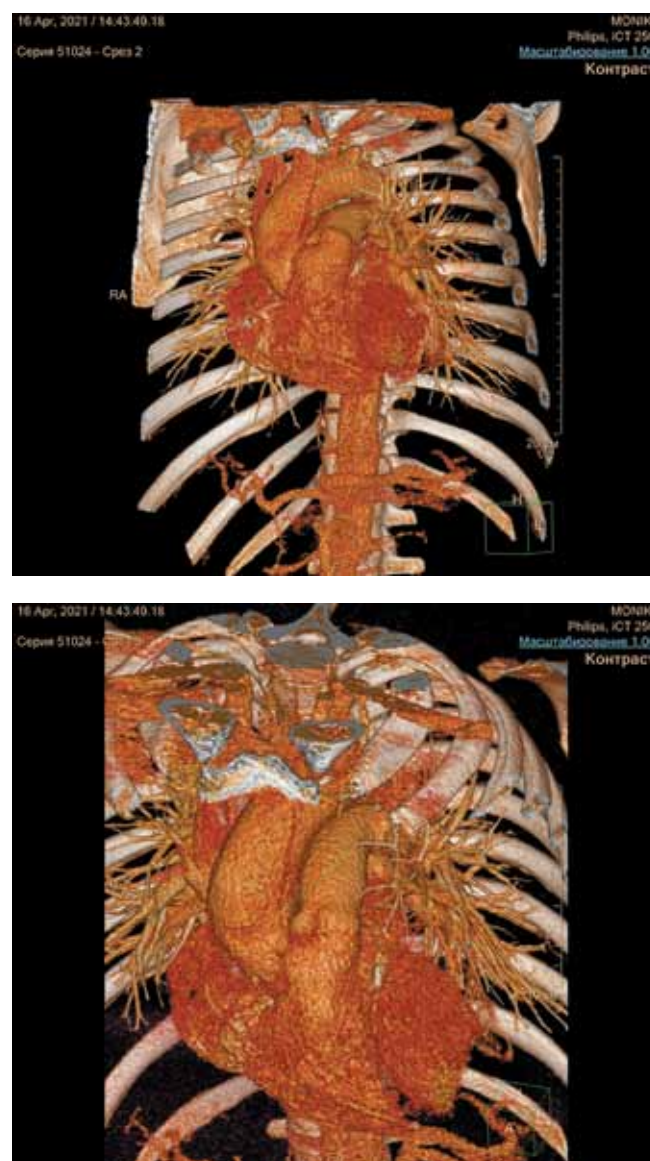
Компьютерные томограммы реципиента почечного трансплантата с расслоением аорты I типа по DeBakey перед оперативным вмешательством
